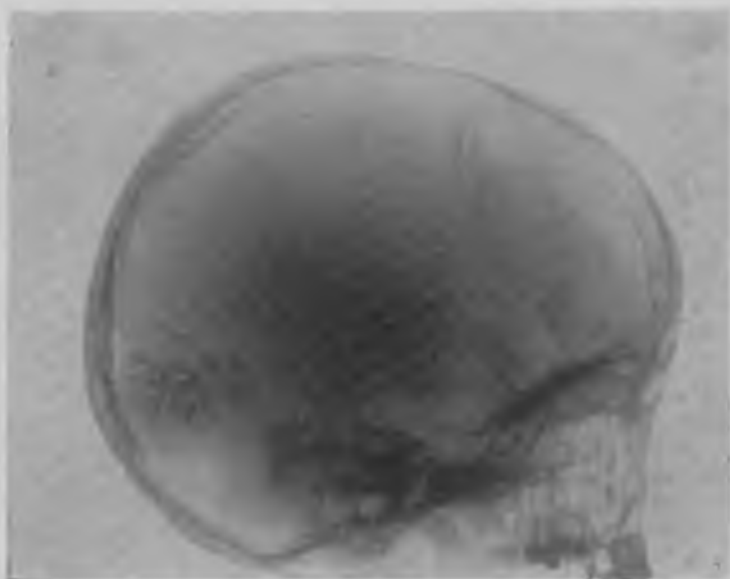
Рентгенограмма черепа. Кальцификаты в мозге у ребенка с синдромом Штурге — Вебера
